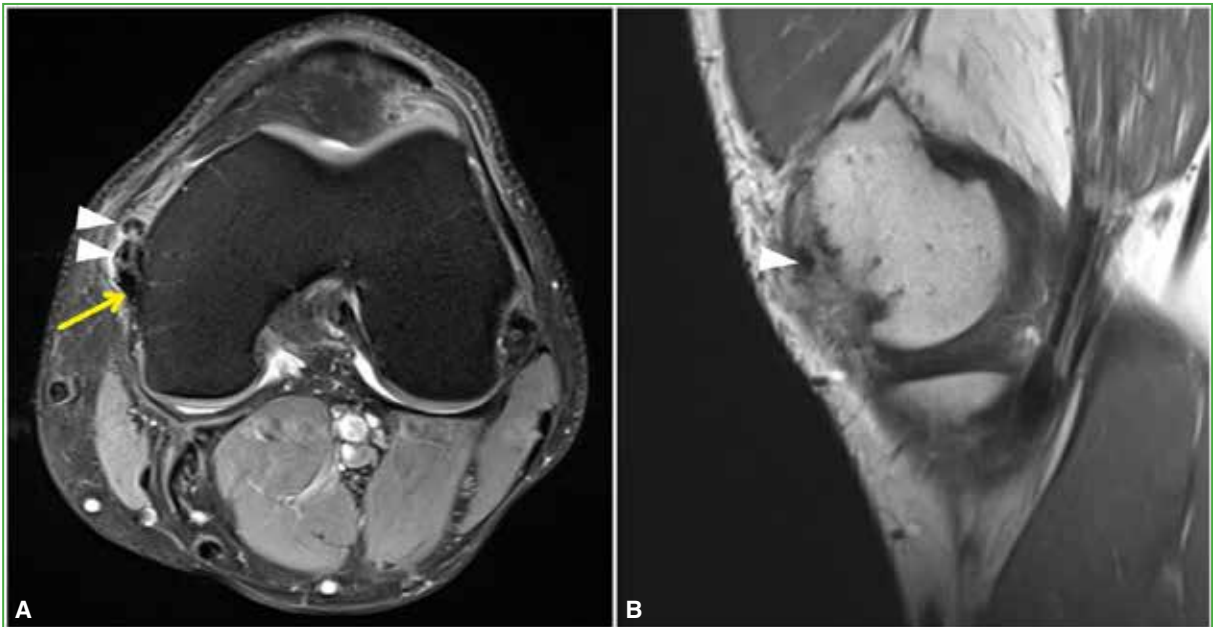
Caso 2. Resonancia magnética de rodilla, cortes axial en secuencia de densidad protónica con supresión grasa (A) y sagital en secuencia de densidad protónica (B). Se reconocen focos calcificados pericapsulares (puntas de flecha) en la topografía perinsercional del ligamento colateral medial (flecha), con edema de las partes blandas adyacentes en la secuencia con supresión grasa.
